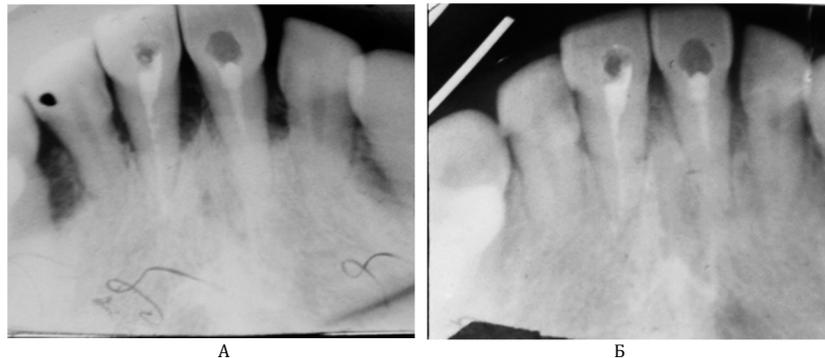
Рентгенограмма б-ой В., 40 лет, с хроническим генерализованным пародонитом тяжелой степени: А - до операции, Б - через 1 год и 4 месяца после операции
